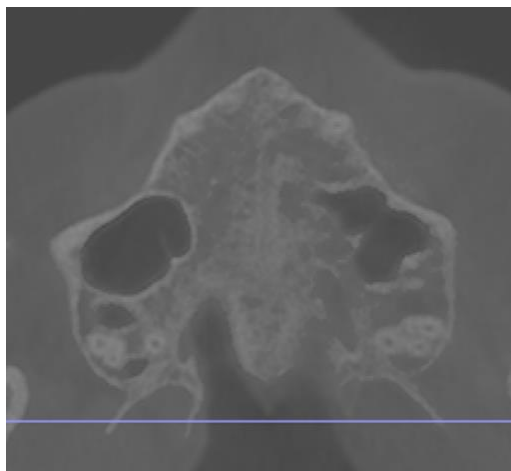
Corte axial del CBCT para valoración del estadio de maduración sutural.
